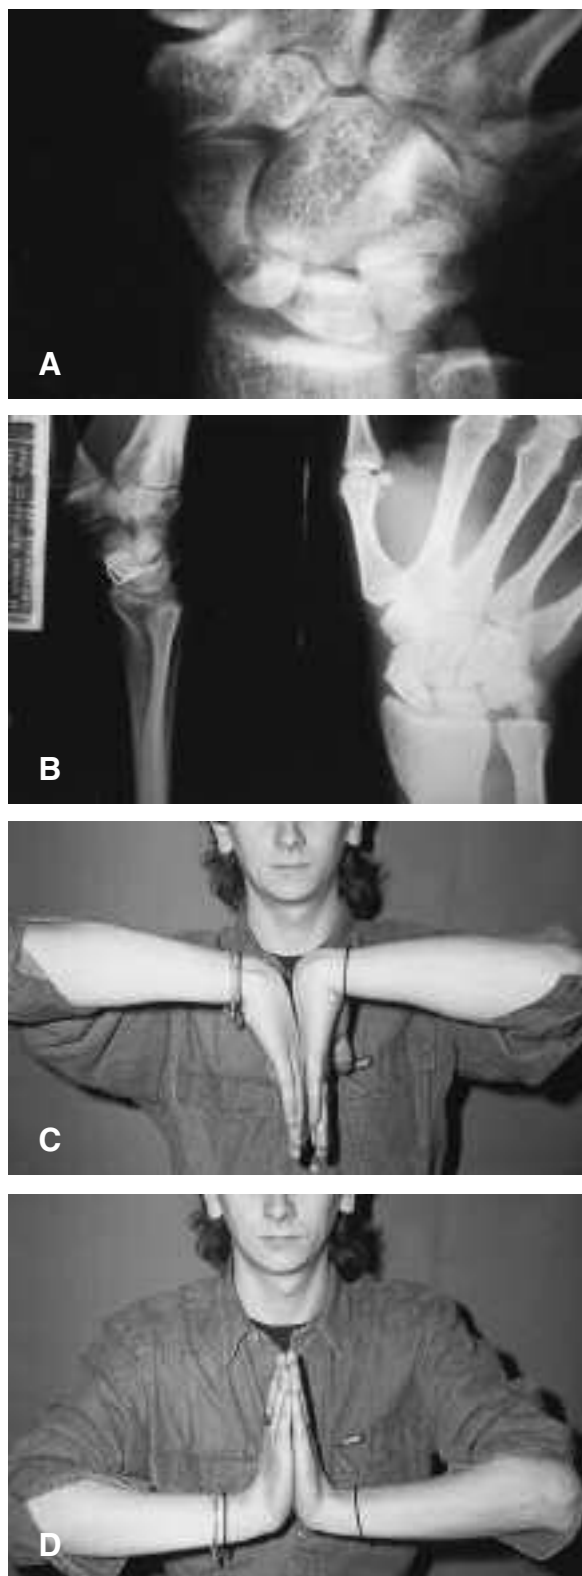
(I. M. a.21): A) Pseudoartrosi polo prossimale dello scafoide destro; B-C-D) Controllo radiografico e funzionale a 23 mesi con ottimo recupero.
